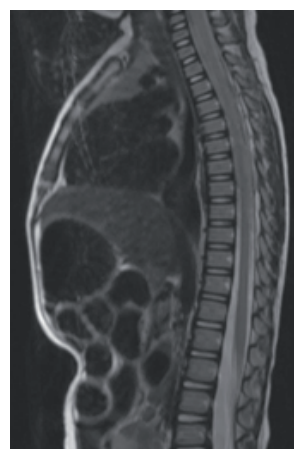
IRM thoracique fin traitement : Pas de masse individualisable au niveau de la gouttière costo-vertébrale droite avec persistance d'une anomalie de signal en plage s'étendant en endocanaulaire à travers les 2 forams intervertébraux D6-D7 et D7-D8 droits et épaissement épidual postérieur en regard.
